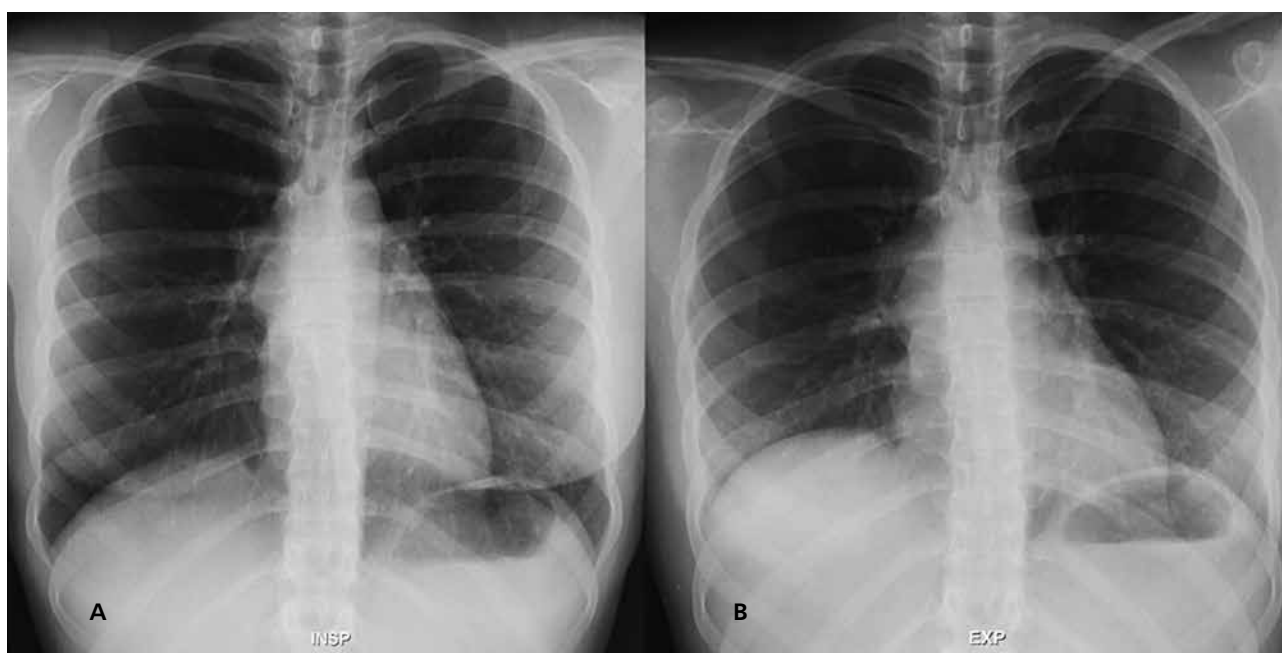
Telerradiografia do tórax póstero-anterior em inspiração (a) e expiração (b).
